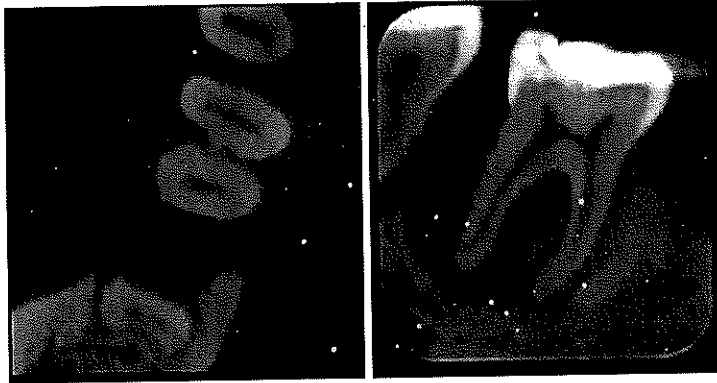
Corte axial y sagital de CBCT
